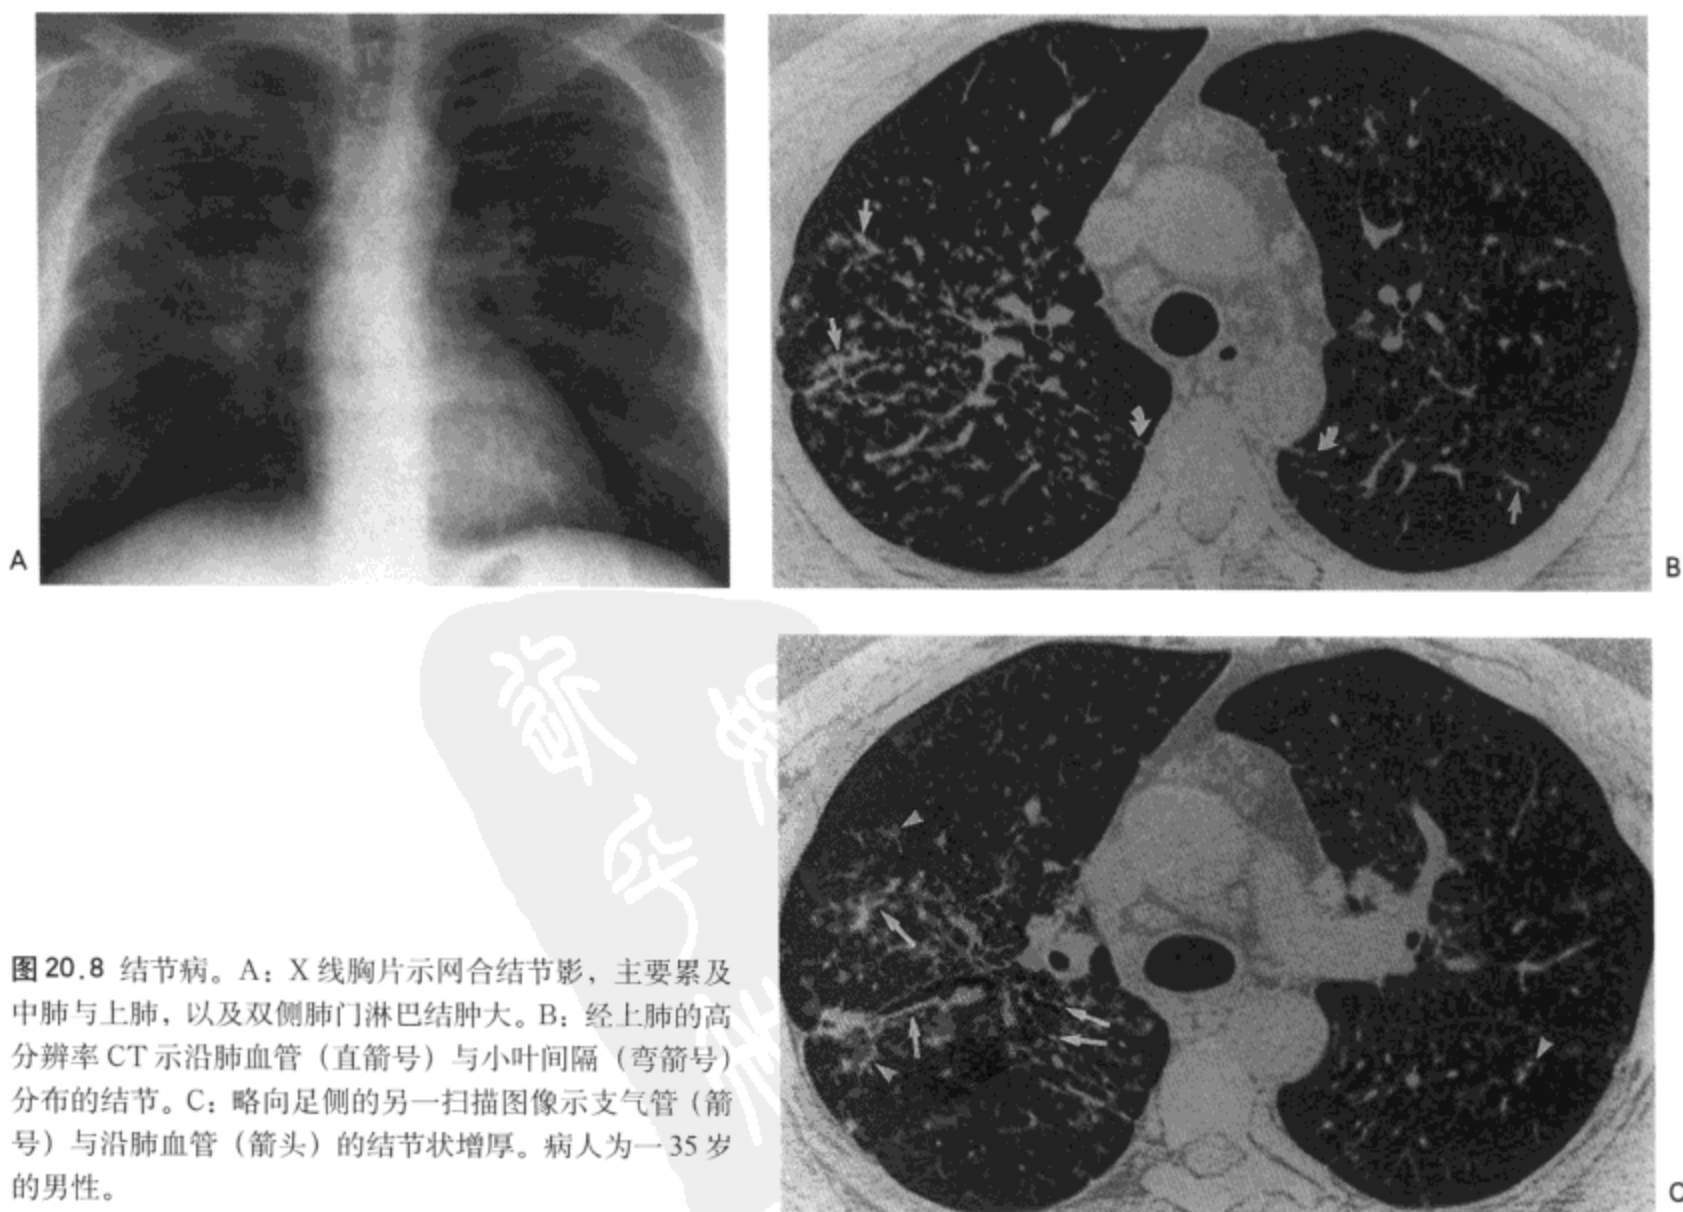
结节病。A: X 线胸片示网合结节影, 主要累及中肺与上肺, 以及双侧肺门淋巴结肿大。B: 经上肺的高分辨率 CT 示沿肺血管 (直箭号) 与小叶间隔 (弯箭号) 分布的结节。C: 略向足侧的另一扫描图像示支气管 (箭号) 与沿肺血管 (箭头) 的结节状增厚。病人为一 35 岁的男性。
